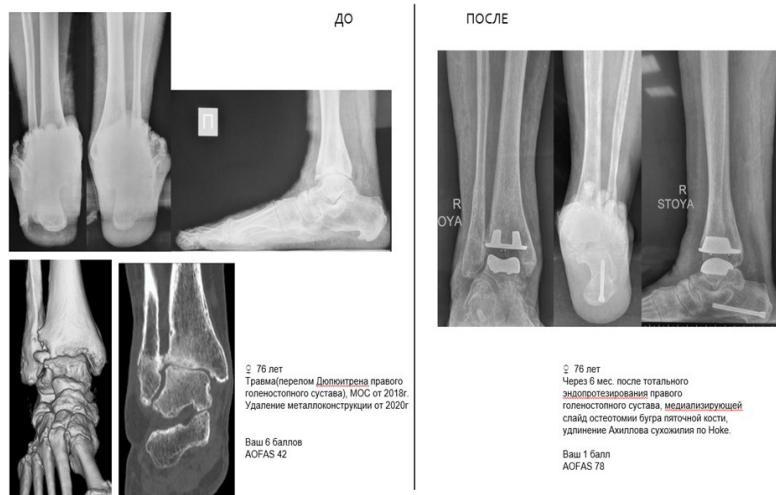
Рентгенограмма пациента до и после эндопротезирования
